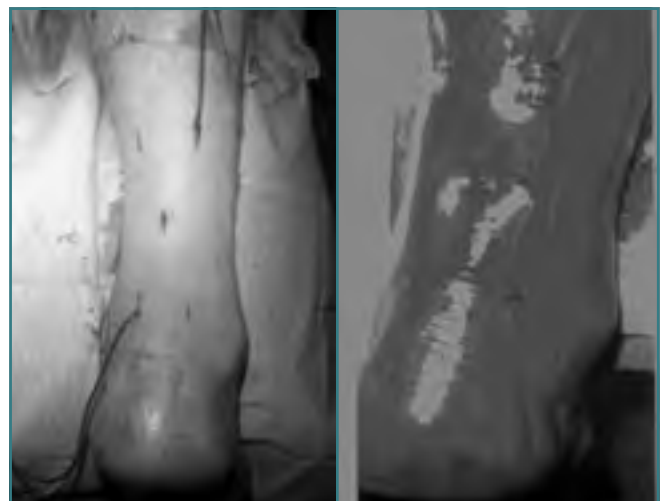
RMN que muestra rotura del tendón de Aquiles.
